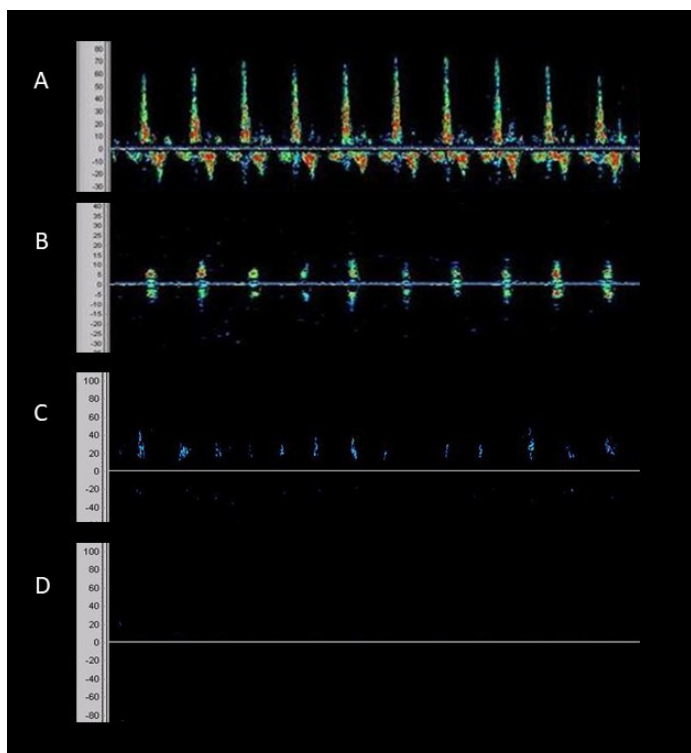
Sonogramas que muestran los patrones de flujo compatibles con el diagnóstico de muerte encefálica. (A, B) Flujo reverberante que progresa a puntas sistólicas (C) y ausencia de flujo (D).
